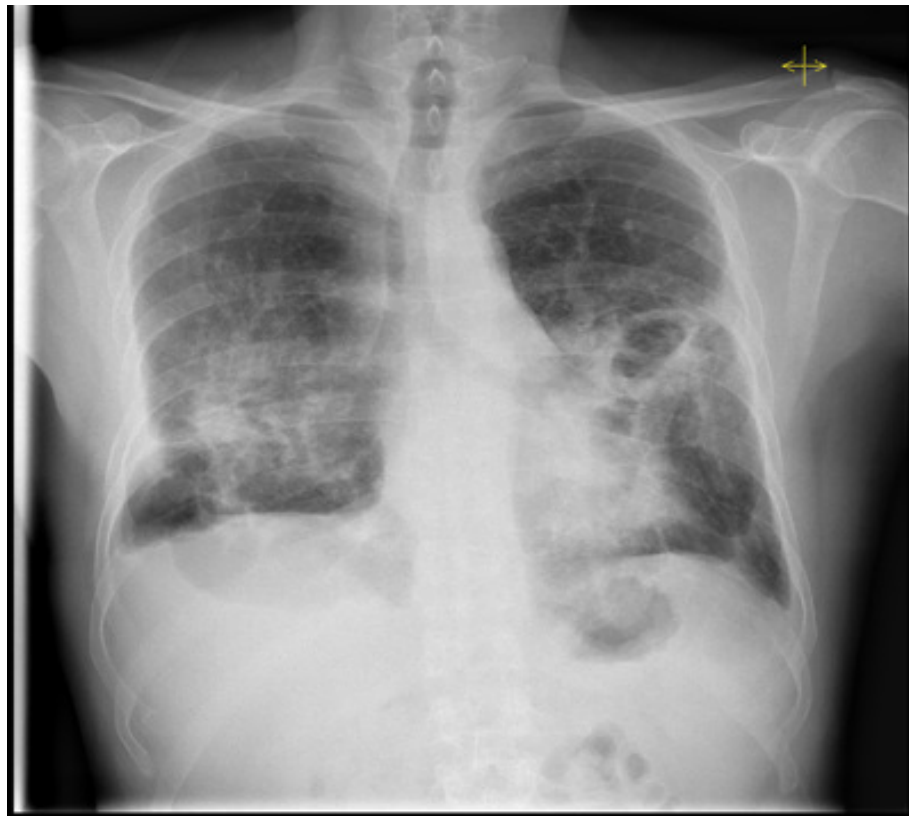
Radiografia torácica realizada durante o 3º internamento (04/06/2007).
